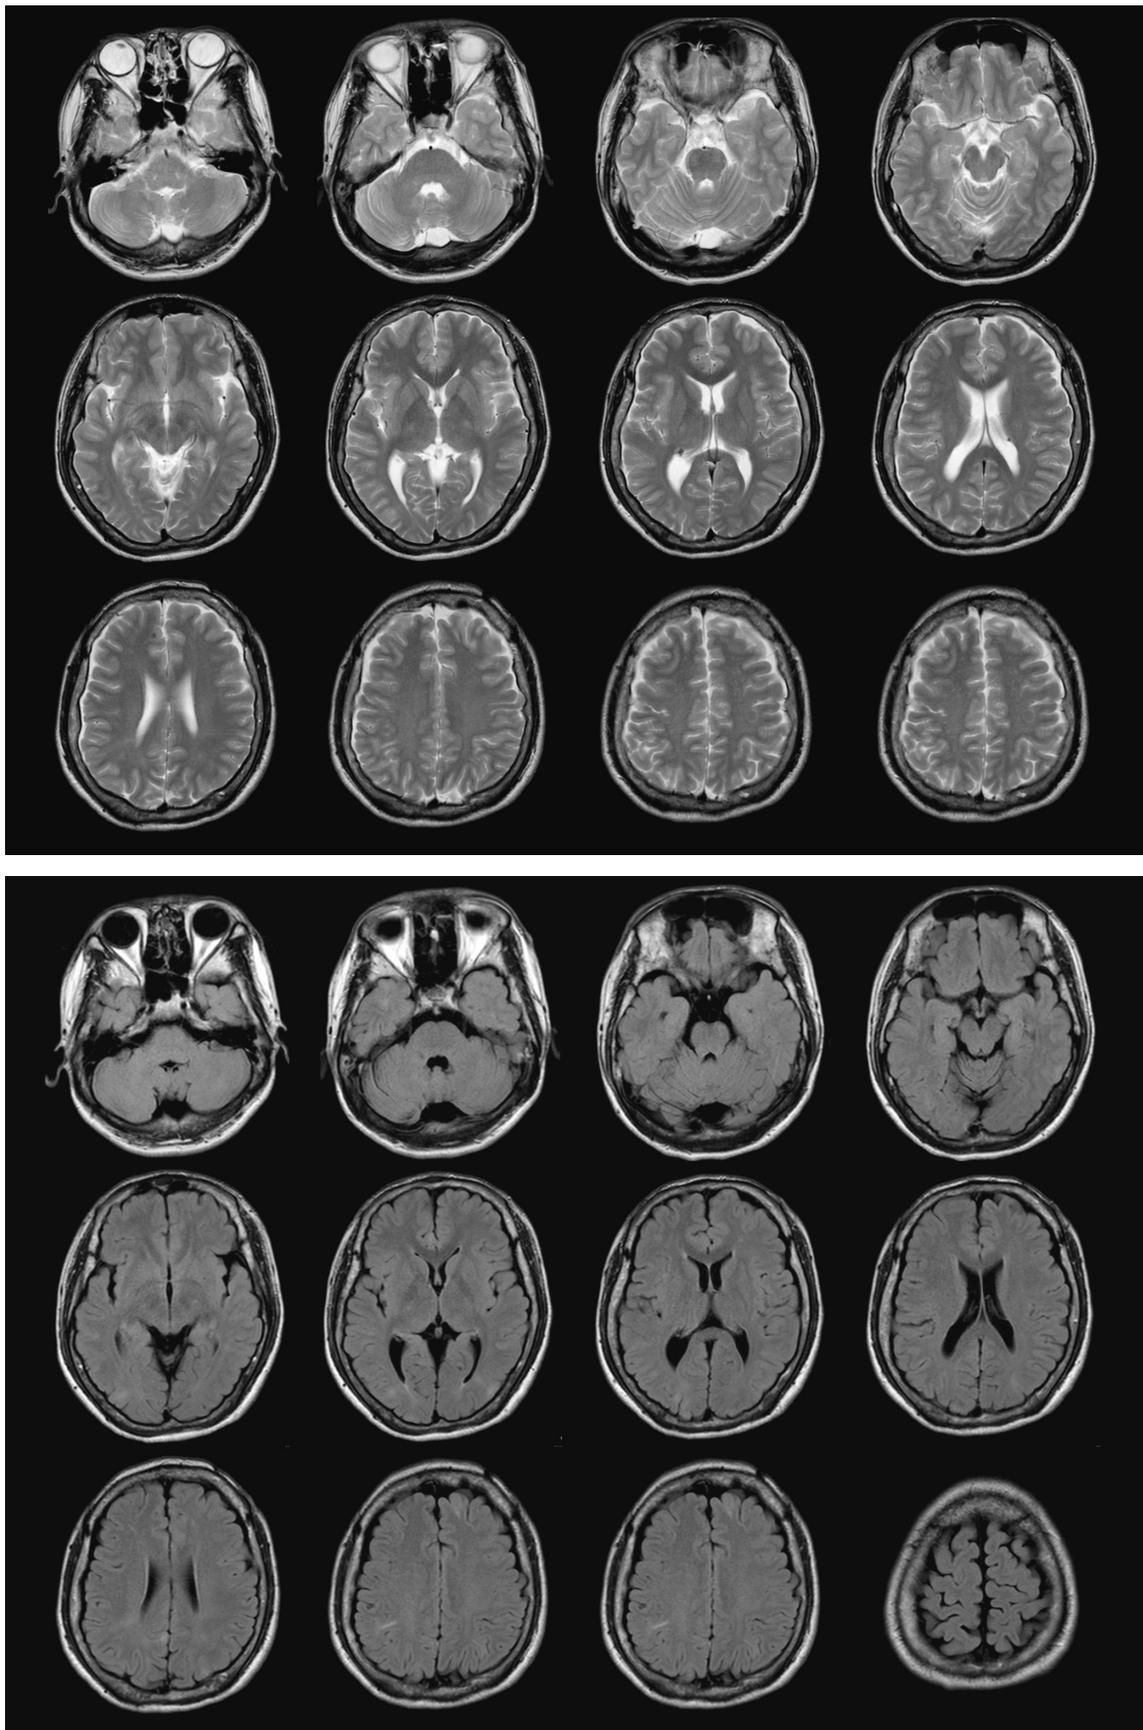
頭部MRI (上段 T2強調画像, 下段 FLAIR画像)
